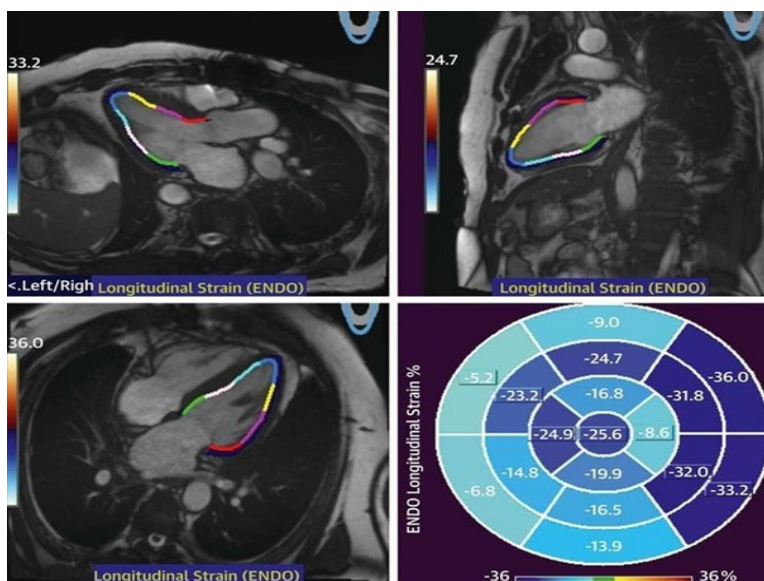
Визуализация деформации миокарда с помощью МРТ сердца [1].
